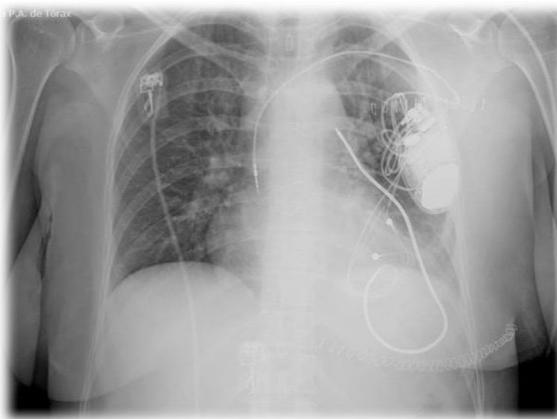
Radiografía PA de tórax poscirugía (a las 24 h).
